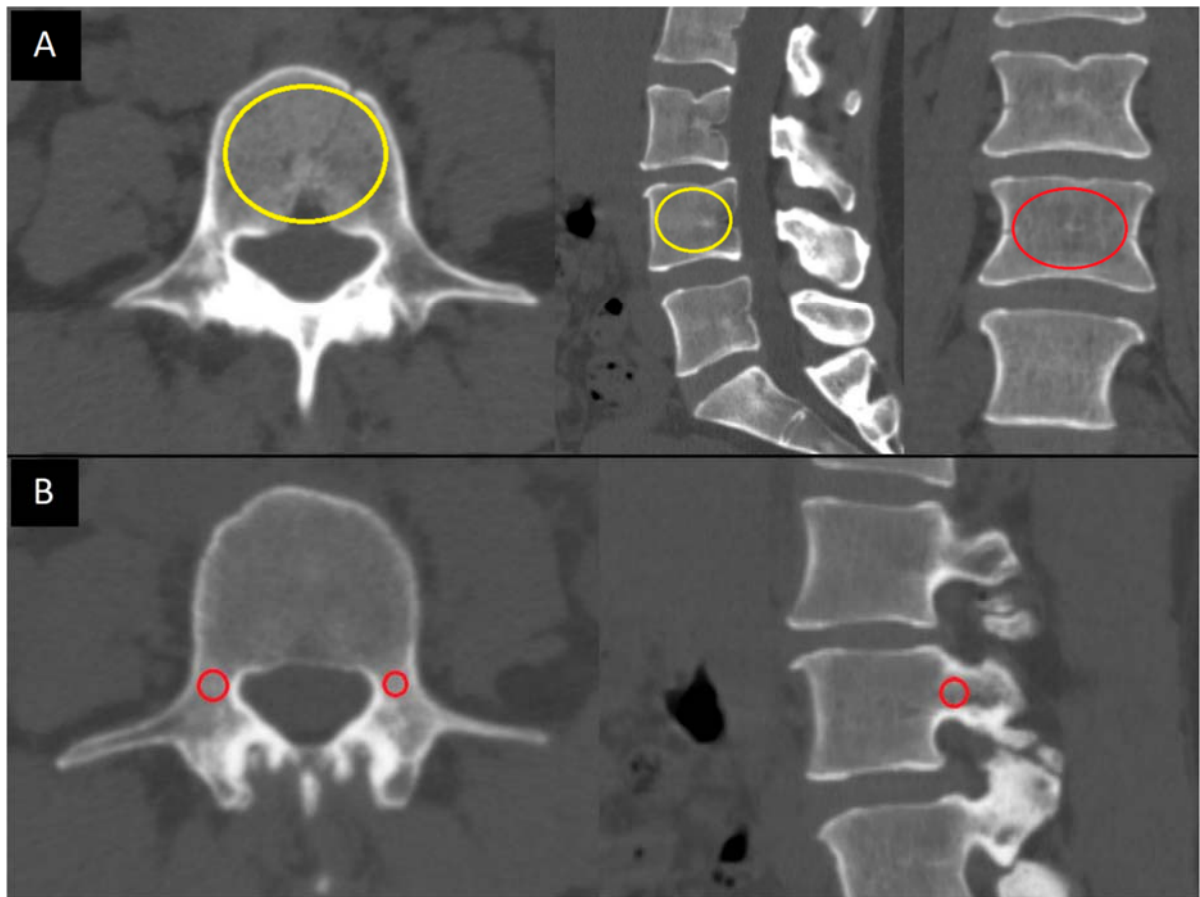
Размещение ROI на КТ-срезах для измерения HU тел позвонков и педикул
